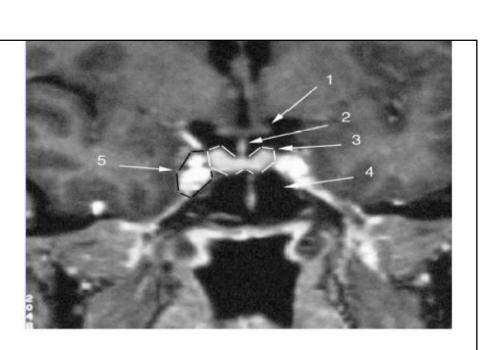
IRM de la région hypothalamo-hypophysaire, coupe sagittale, séquence T1 après injection de gadolinium Image d'hypophyse normale. 1 : Chiasma optique ; 2 : Tige pituitaire ; 3 : Antéhypophyse (délimitée par des tirets blancs) ; 4 : Sinus sphénoïdal ; 5 : Sinus caverneux (délimité par des tirets noirs)
